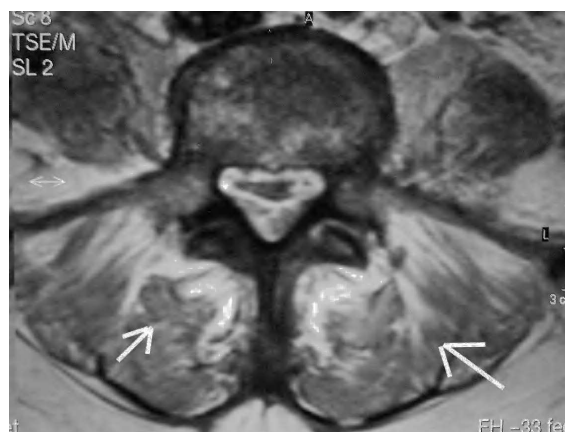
Resonancia magnética nuclear mostrando la afectación de ambos músculos psoas.
